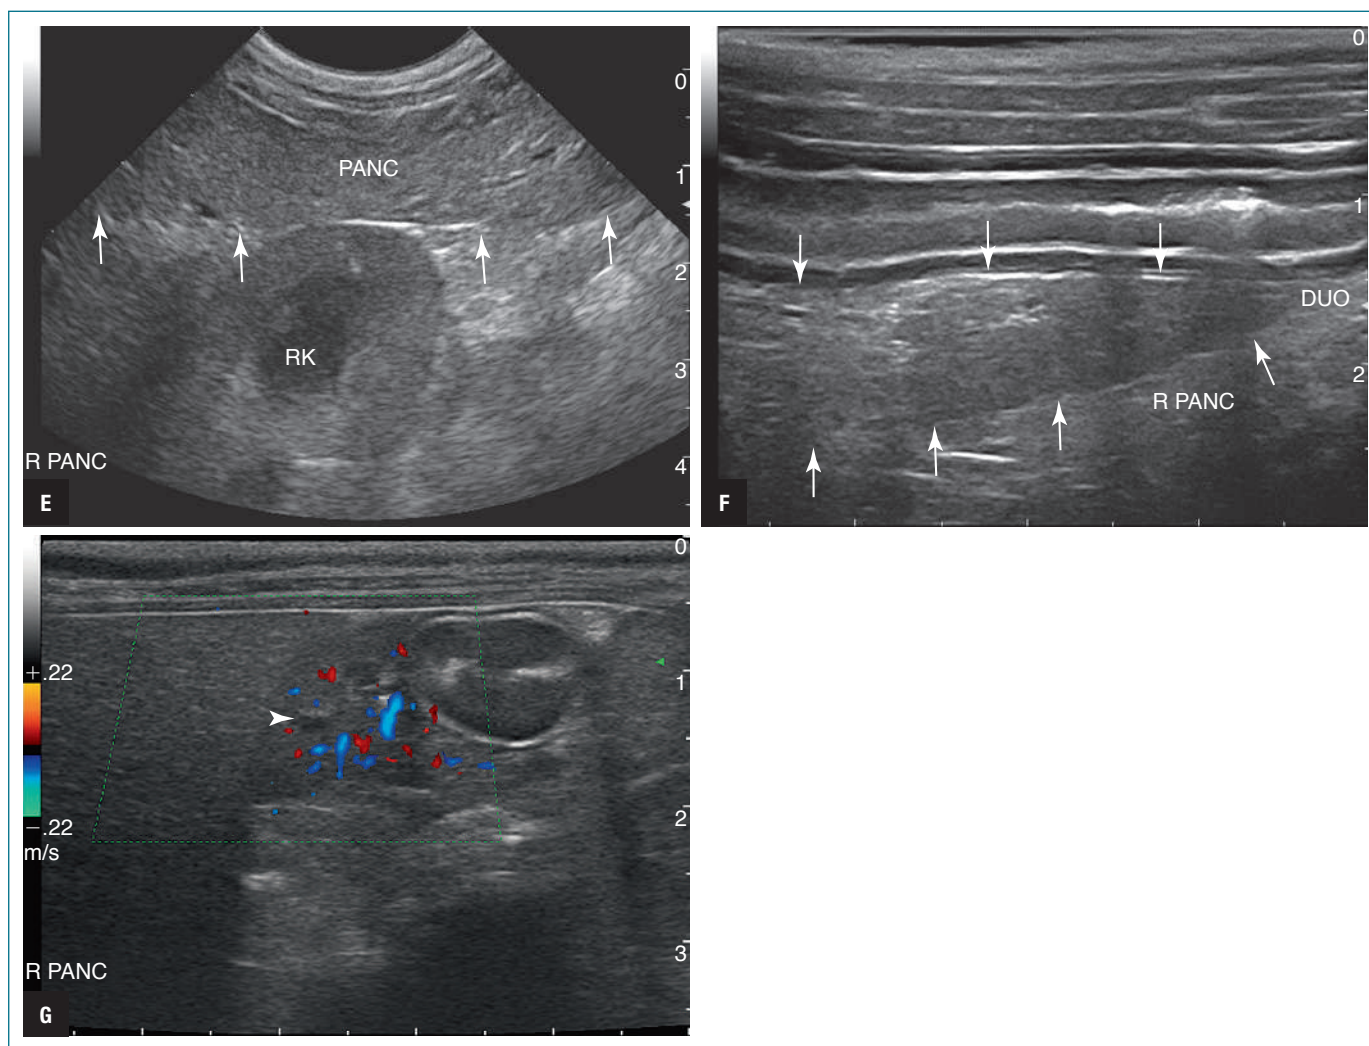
continuación. E, Proyección sagital del lóbulo derecho del páncreas (PANC, flechas). El riñón derecho (RK) se ve en el campo lejano. F, Imagen sagital del lóbulo derecho del páncreas obtenida mediante la colocación del transductor en el lateral derecho de la pared abdominal con el paciente en decúbito lateral izquierdo (un plano de la imagen dorsal). En esta proyección, el duodeno descendente (DUO) se ve en el campo cercano con el páncreas (R PANC) directamente adyacente al campo lejano (entre las flechas). G, La imagen transversa de Doppler color del lóbulo derecho/cuerpo del páncreas muestra el flujo sanguíneo normal. Se ve el conducto pancreático pequeño en la sección transversa (cabeza de flecha). El páncreas tiene una forma triangular y es ligeramente hipoeocogénico respecto al tejido hepático adyacente en la izquierda. El duodeno se ve a la derecha del páncreas.
